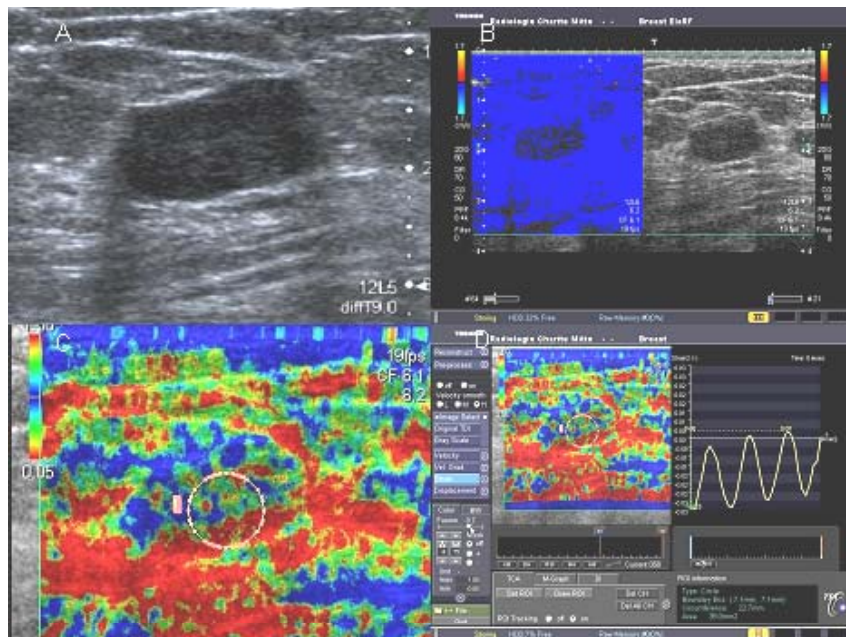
Darstellung eines benignen Befundes (Fibroadenom). Im B-Bild (A) zeigt sich ein glatt begrenzter Herdbefund. Beim Tissue Doppler Imaging (TDI) findet sich eine kleinere Flächendarstellung des Herdes im Vergleich zum B-Bild (B). Das Strain-Bild (C) zeigt eine typisch heterogene Verteilung des Farbspektrums, es lassen sich überwiegend rote und grüne Farben als Ausdruck der moderaten Verformung des Herdes abgrenzen (Score 3). Der Strainfaktor innerhalb der ROI war niedrig, Ausdruck eines eher gutartigen Befundes (D).
